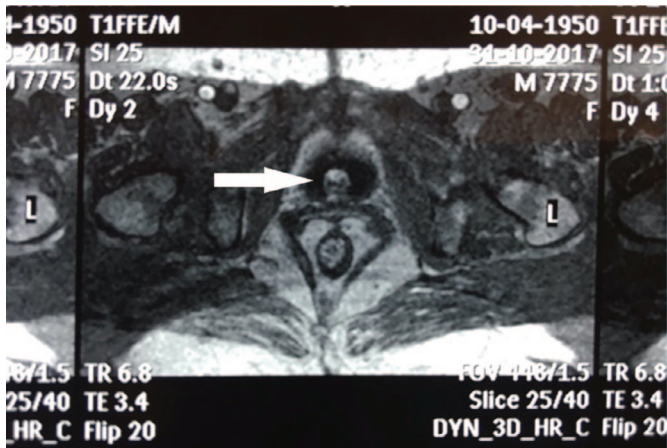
МРТ малого таза, поперечный срез. Стрелкой показана опухоль уретры
